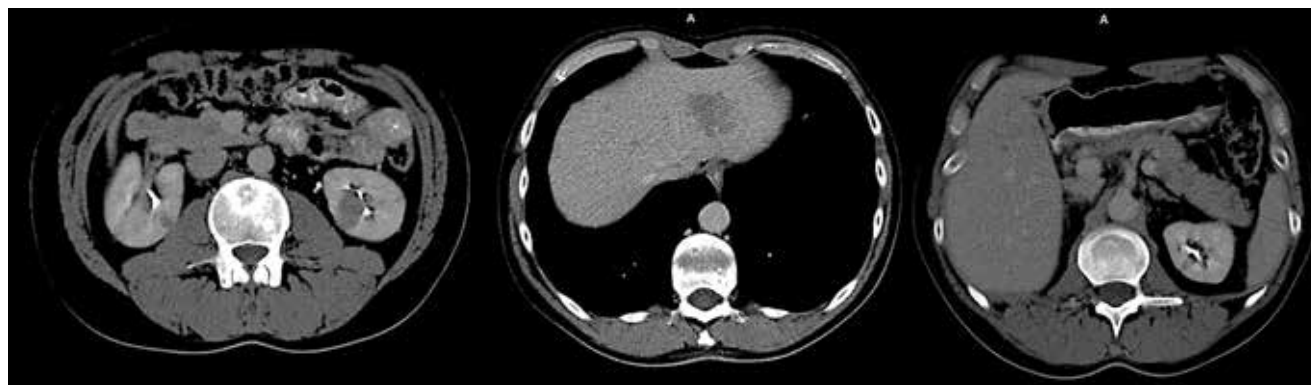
СКТ органов брюшной полости, малого таза от марта 2019 г.: выявлены метастазы в левой доли печени размерами до 39×34 мм и 39×34 мм; в поджелудочной железе до 16×15 мм; в обеих почках справа до 13×13 мм, слева до 22×19 мм
